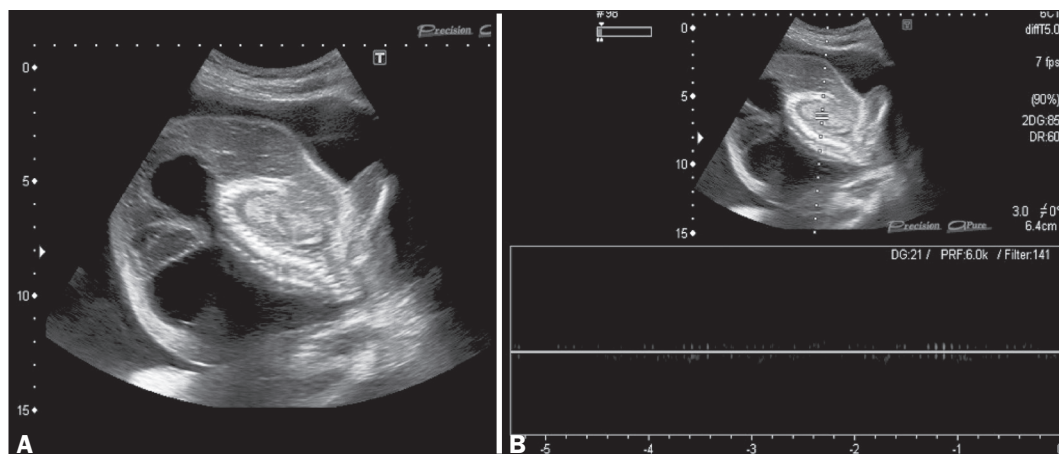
Imagens de ultrassonografia no plano sagital demonstrando desorganização estrutural do feto, observando-se ausência do polo cefálico e dos brotos dos membros superiores e inferiores, tecido cardíaco rudimentar e hidropisia fetal (A). A análise com Doppler espectral não detectou atividade cardíaca fetal (B).
